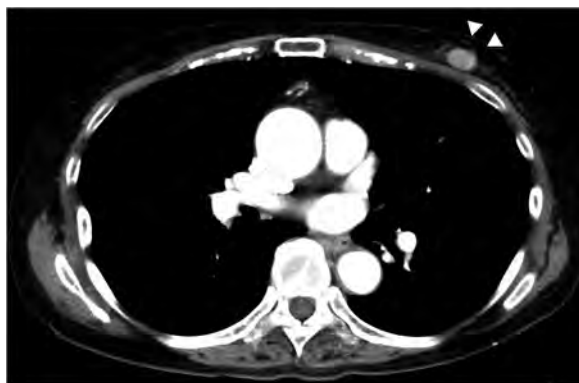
Computed tomography revealed a tumor in the left breast. Arrows indicate the tumor.
